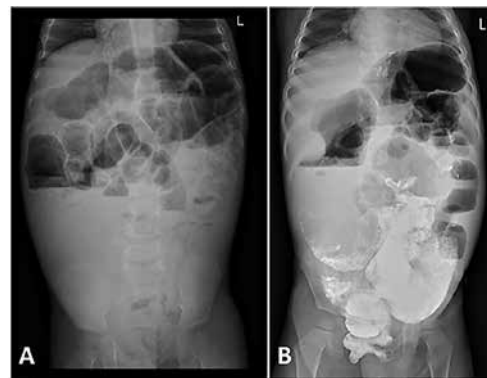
Рентгенограмма брюшной полости пациентки при первой (А) и второй (В) госпитализации
